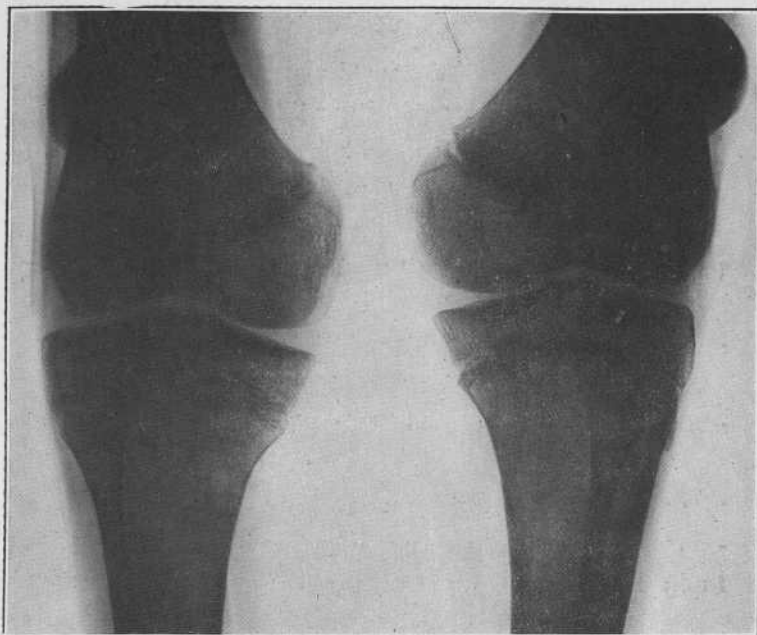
RADIOGRAPHIE DES ARTICULATIONS FEMORO-TIBIALES DE LESCOUBLED
